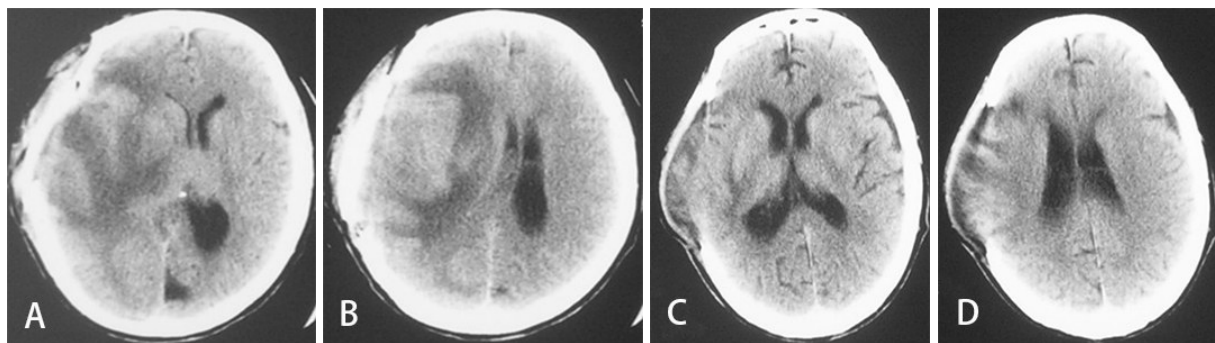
闭合性颅脑损伤去骨瓣减压术后继发硬膜下脓肿行清创加冲洗引流术前后头颅CT
